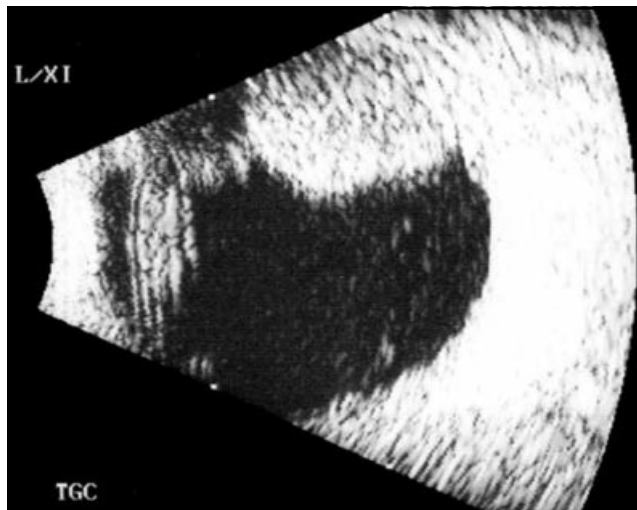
Ecografía Modo B. Corte longitudinal en meridiano de las 11. Ojo derecho.
